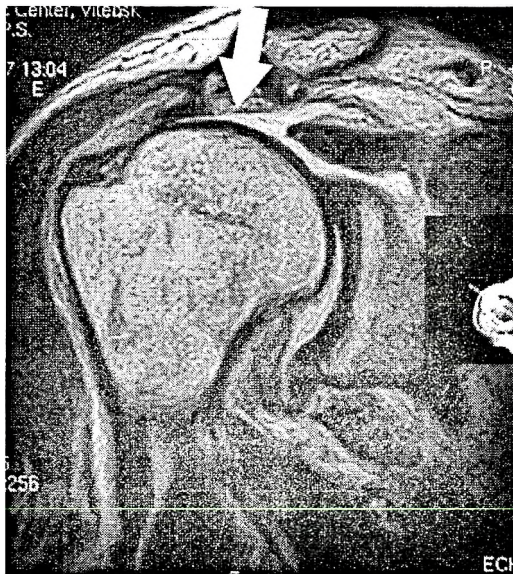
Магнитно-резонансная томограмма плечевого сустава с обширным повреждением манжеты. Корональная проекция. Дефект манжеты, симптом гейзера (стрелка).
